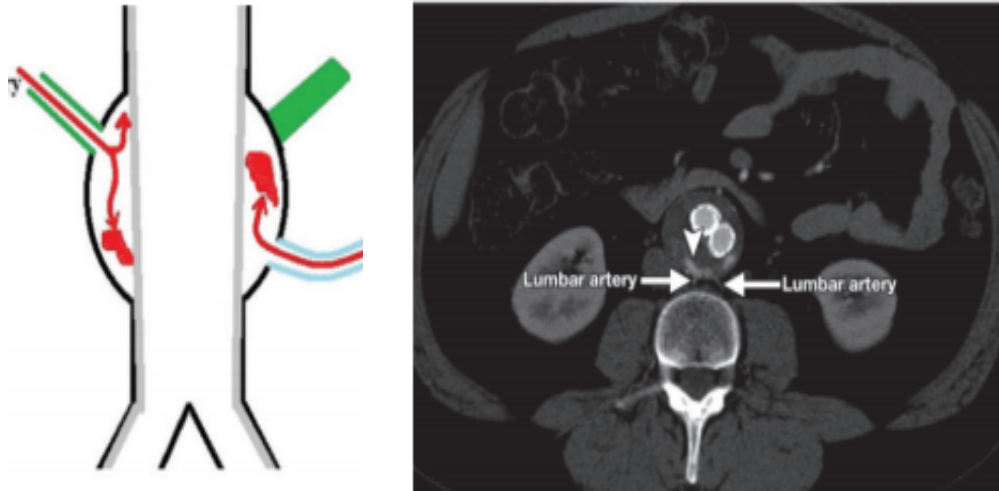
Endoleak* tipo II. B-imagem axial de TC pós colocação de *stent* setas apontar para a fuga; artérias lombares a alimentar a fuga
